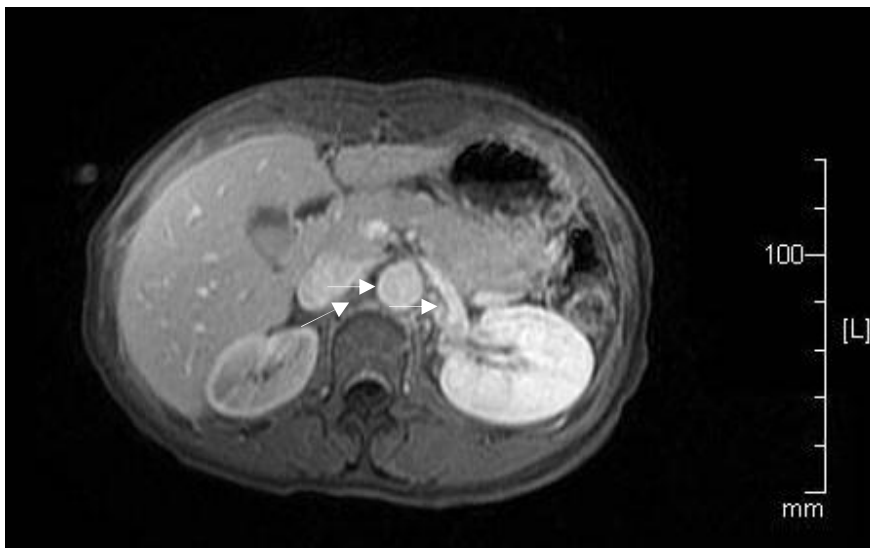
Angio IRM abdominale
